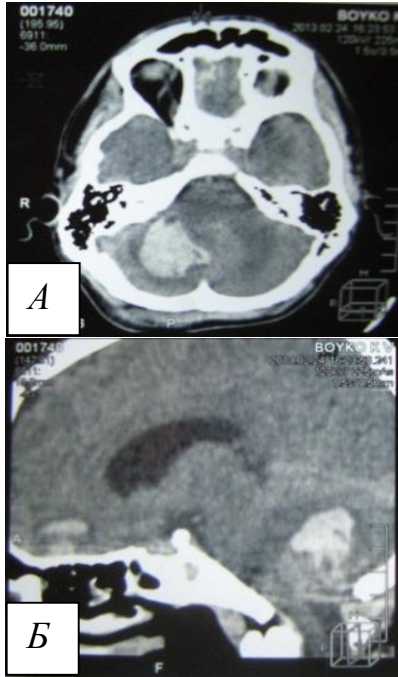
Компьютерная томография головного мозга больного с внутримозжечковой гематомой справа. Рис. А – фронтальный срез; Б – сагитальный срез. Гематома указана стрелкой
